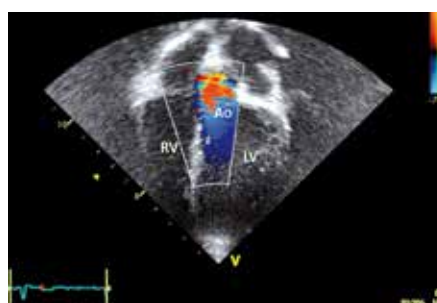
Sténose aortique (Doppler couleur 2D, coupe 4-cavités, RV = ventricule droit, LV = ventricule gauche, Ao = aorte)
